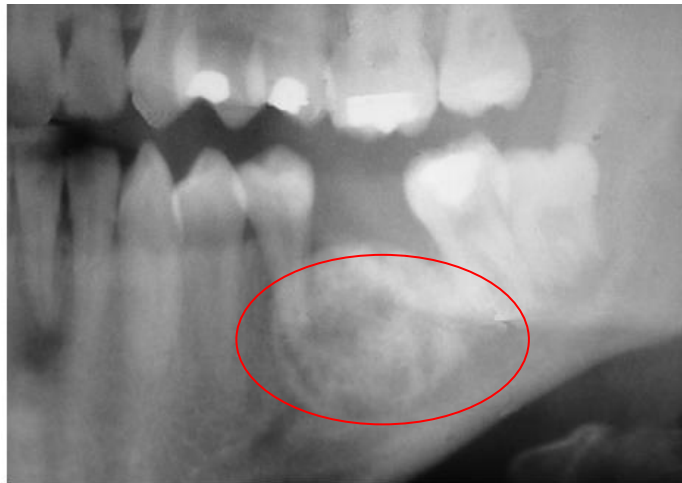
Radiografía panorámica que muestra una lesión expansiva bien delimitada con una zona radiolúcida central (osteoblastoma).⁴⁵
